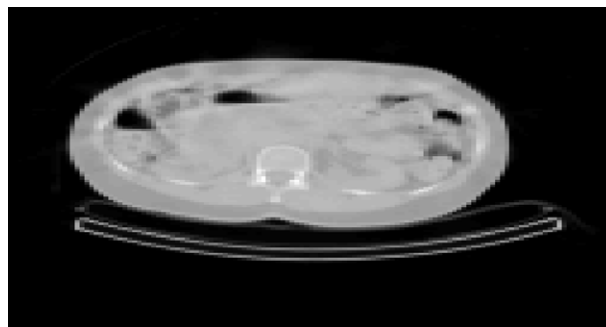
Imagen CT mostrando un corte transversal de la geometría del paciente.
